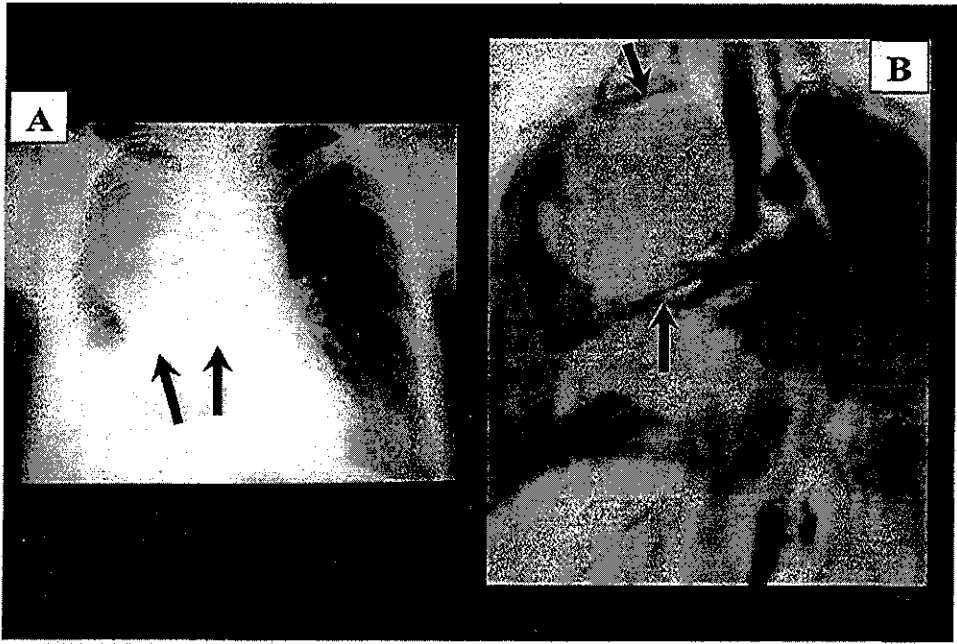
Timoma invasor. A. Rayos X de tórax en PA. La lesión se encuentra en el contorno paracardiaco derecho con base amplia hacia el mediastino, ocupando la mayor parte del hemitórax de ese lado con opacificación total de la base del mismo (flechas). B. RM T1 coronal. Hay una masa paratraqueal derecha moderadamente hiperintensa de contornos regulares, que comprime el bronquio principal derecho y ocupa casi la totalidad del hemitórax derecho (flechas).
